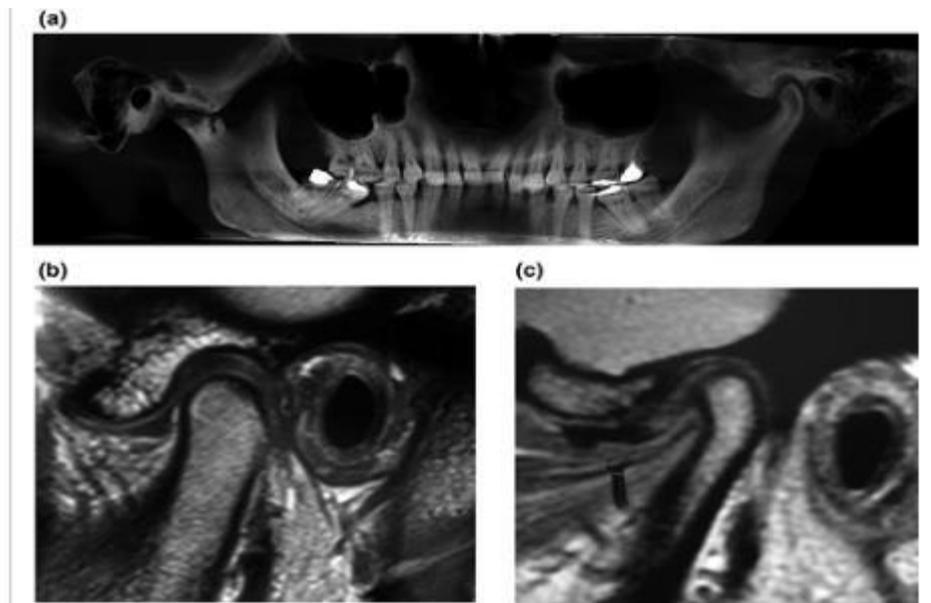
(а) Цифровая ортопантограмма, четко показывающая прогрессирующее деструктивное и дегенеративное заболевание, поражающее мыщелок в левой части изображения и нормальный мыщелок в правой части изображения. (b) Пара МРТ ВНЧС, показывающая нормальный сустав слева и сустав с тяжелыми внутренними нарушениями справа, (c) состоящий из сильно смещенного и деформированного диска, который не редуцирован, что привело к клинической картине проявления хронического закрытого замка челюсти.
